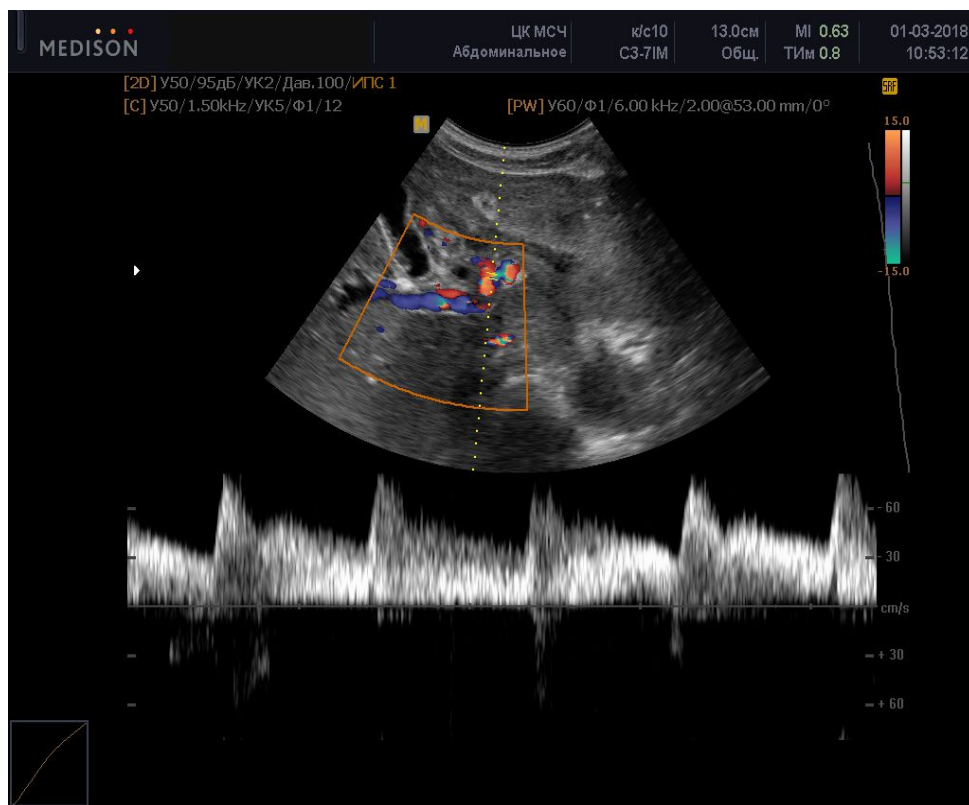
УЗИ с расширенной верхней брыжеечной веной пациента К., находившегося на лечении с диагнозом: тяжелая сочетанная травма
